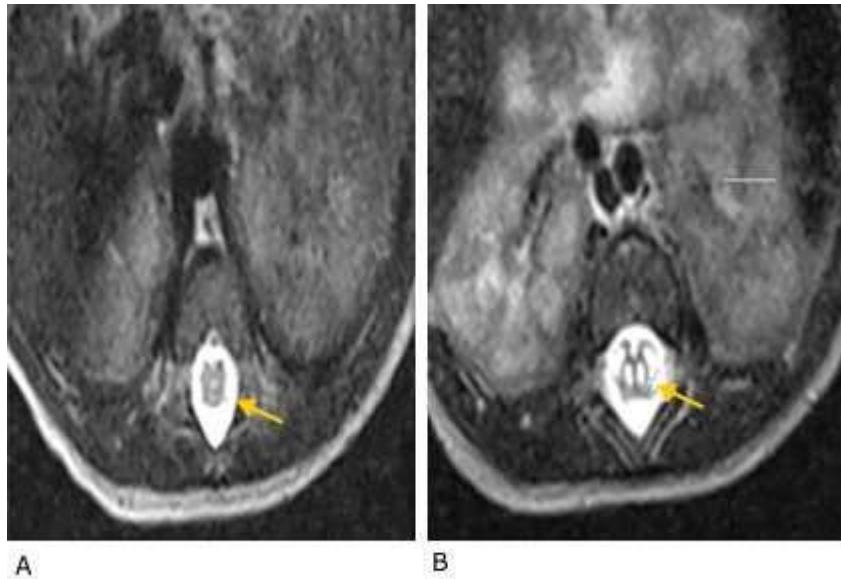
Resonancia magnética en corte axial T2. A: columna dorsal baja normal. B: columna lumbo-sacra que muestra la médula dividida en 2 hemimédulas.
